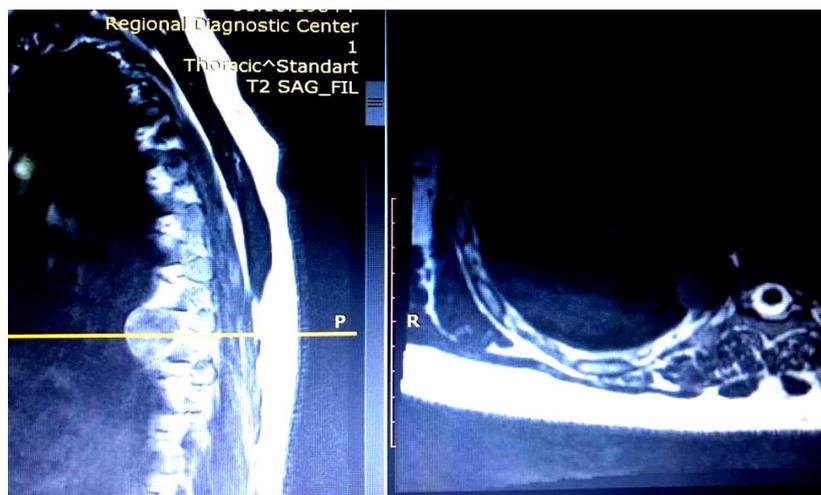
МРТ позвоночника. В плевральной полости на уровне Th8-9 невринома с экстравертебральным ростом
